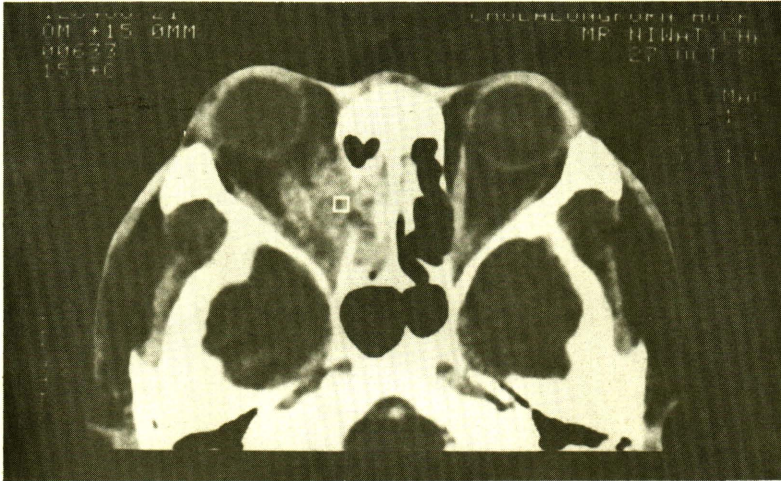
Pseudotumor. A 35 year-old male with 2 week history of painful exophthalmos of the right eye. CT scan revealed proptosis and extension of the inflammatory component from right ethmoid sinus through the medial orbital wall. The medial rectus muscle and optic nerve were swollen.
